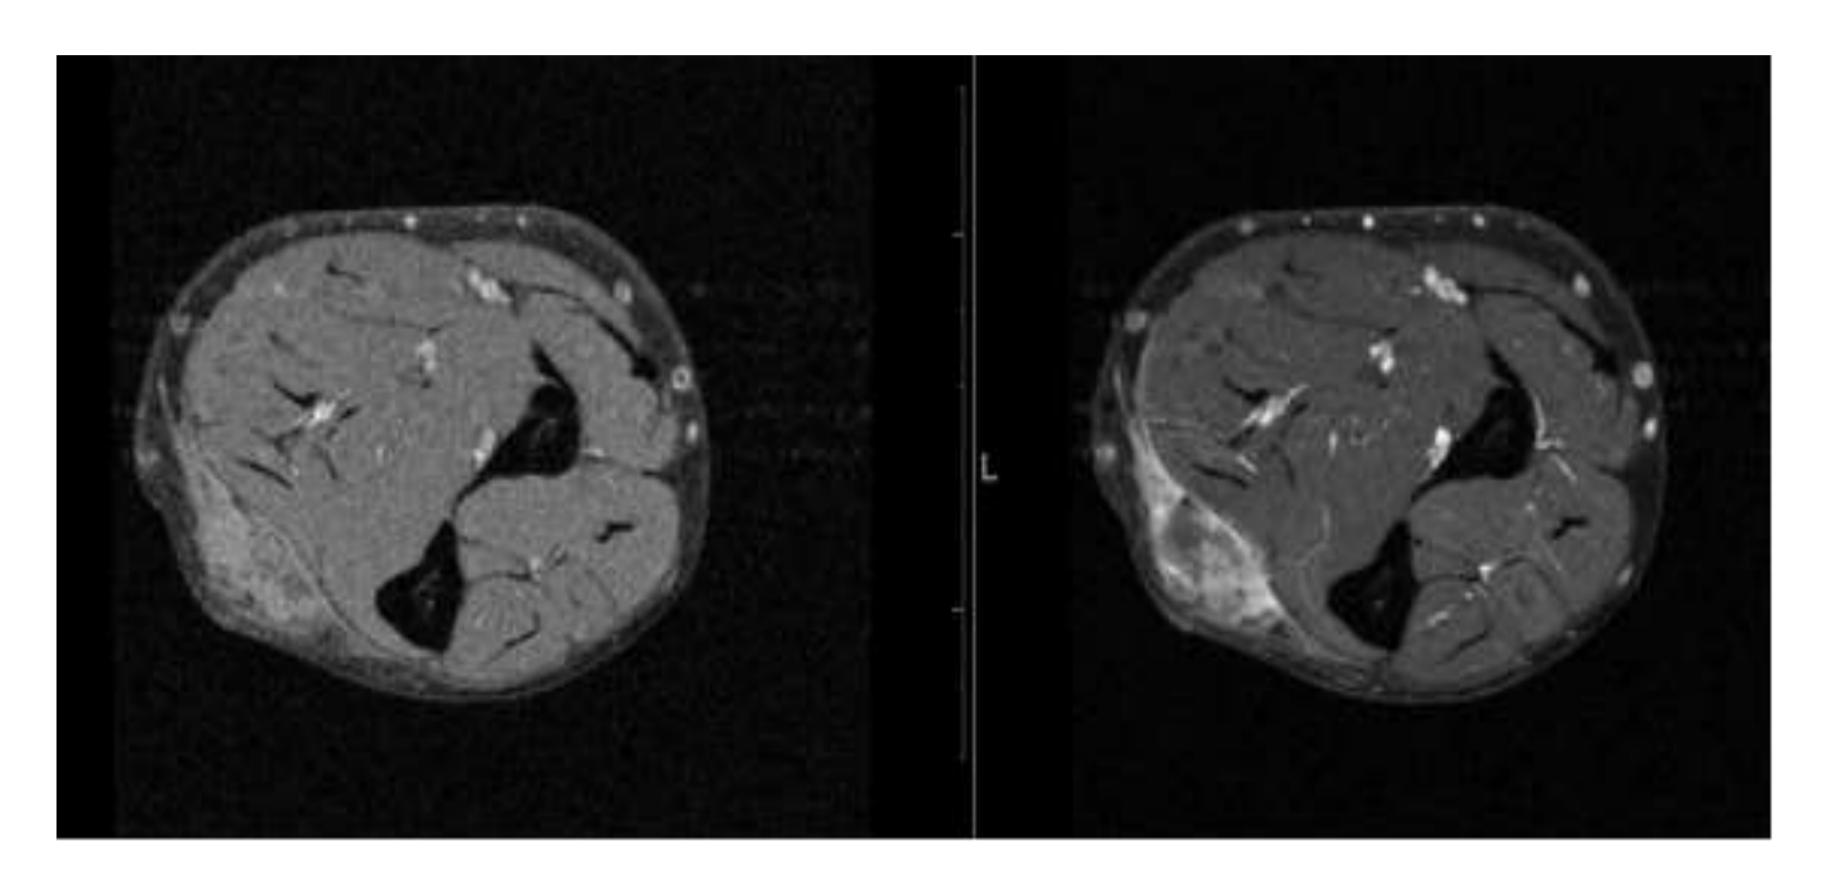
RM en corte axial ponderada en T2 con saturación de grasa sin y con CIV. Se identifica una tumoración heterogénea parcialmente necrótica en el antebrazo derecho. Muestra márgenes infiltrativos realzados y ausencia de realce central.
